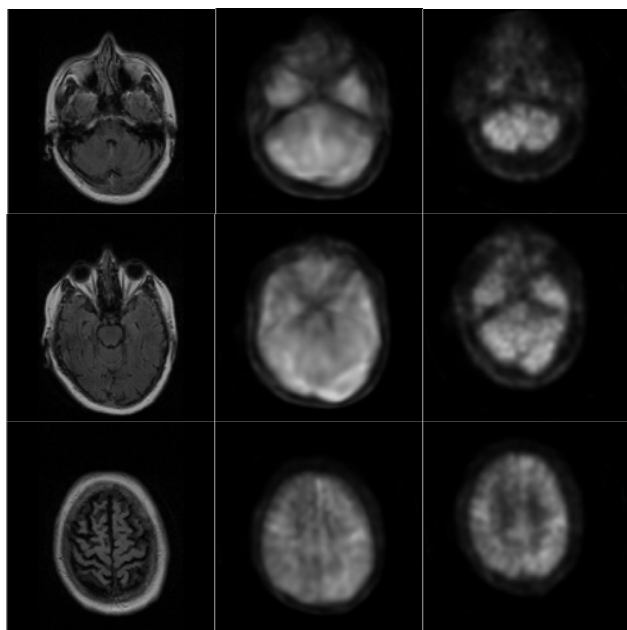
Registro de los volúmenes FLAIR y PET. Primera columna: conjunto referencia. Segunda columna: objetivo registrado. Tercera columna: conjunto objetivo. Primera fila: corte #12. Segunda fila: #18. Tercera fila: #48.
